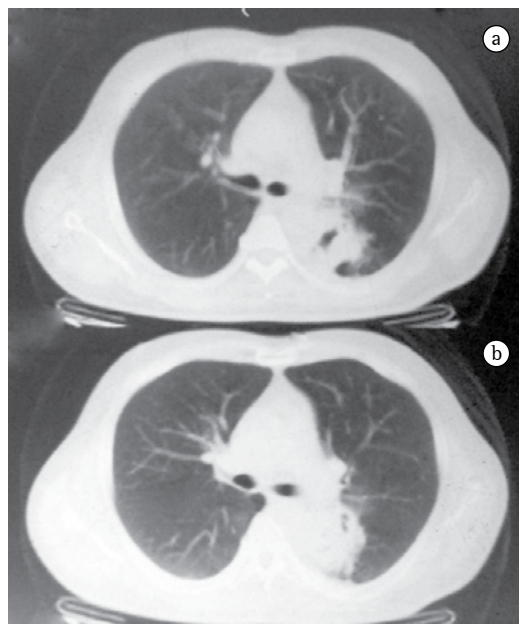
TC de tórax mostrando massa irregular em lobo inferior esquerdo.
